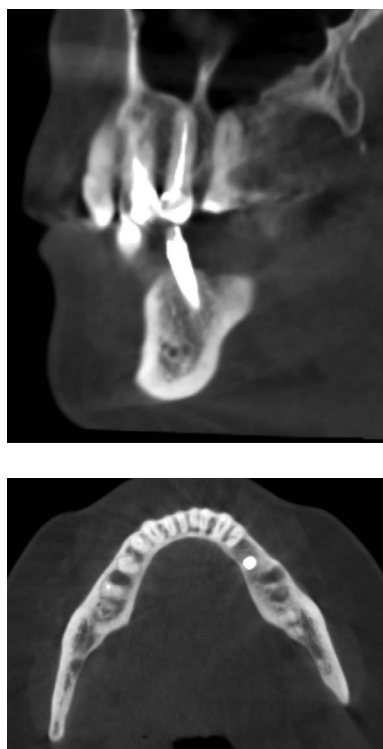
Вид титанового имплантата 3.5 зуба на саггитальном и аксиальном срезах компьютерной томограммы
